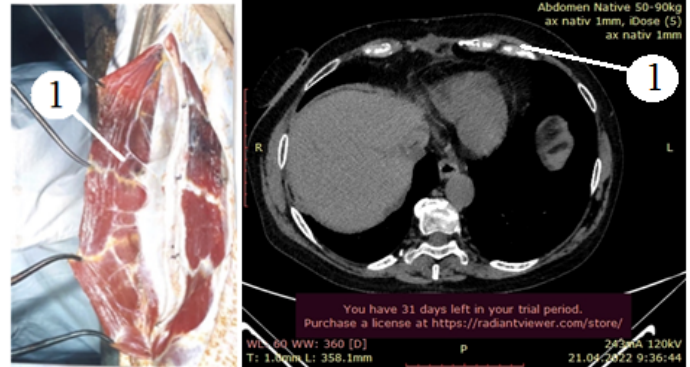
Макпрепарат и КТ бокового отдела передней брюшной стенки. Долихоморфный тип телосложения, мужской пол. 1- Латеральный фасциальный узел
